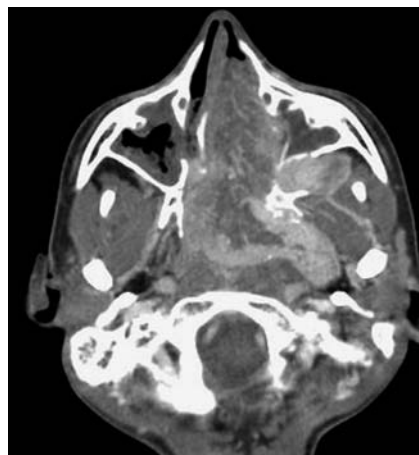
Corte axial de TC contrastado que muestra la extensa lesión de realce heterogéneo.
